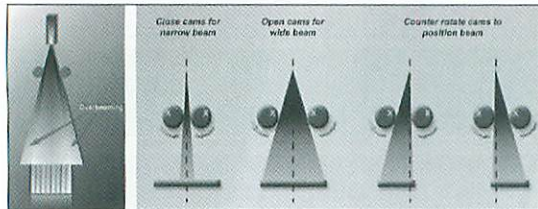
X線管焦点位置ずれ制御 左図は overbeaming の状態を説明したものである。右図は焦点位置ずれ制御機能によりX線ビームの幅および位置制御される様子を示している。
